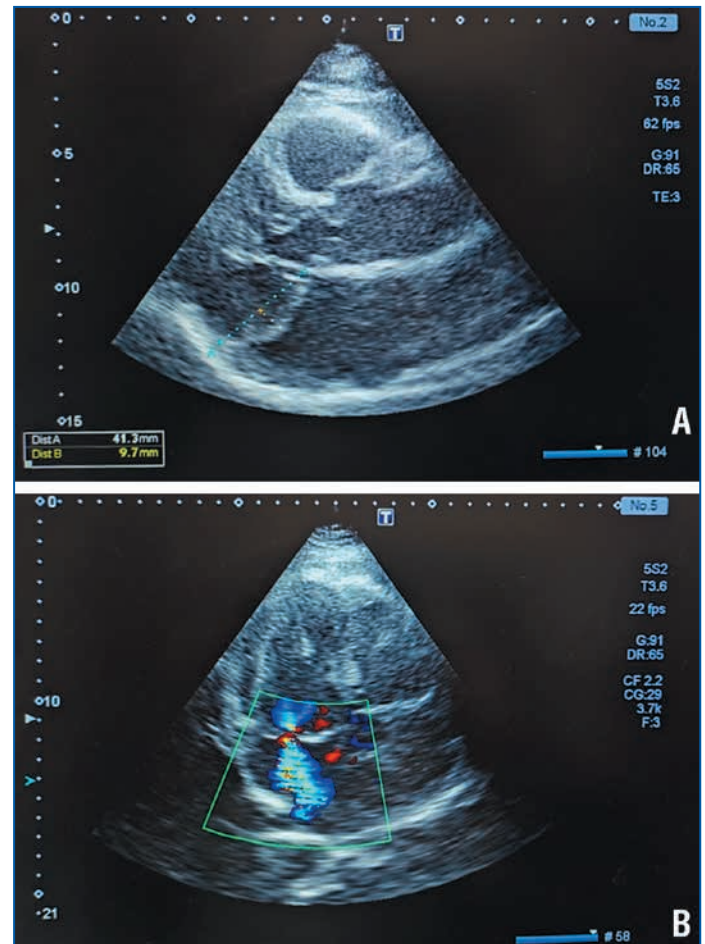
Эхокардиограммы пациентки в дооперационном периоде.
